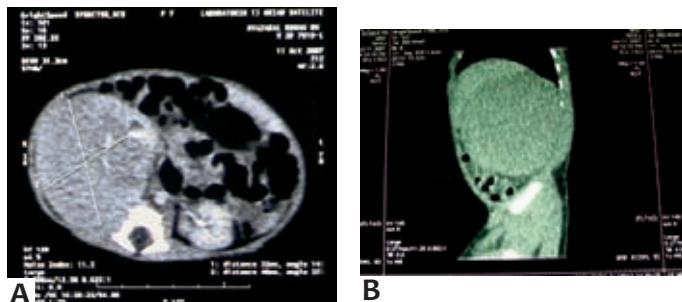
a: TAC simple de abdomen, en su corte axial donde se aprecia una tumoración renal. b: TAC con reconstrucción multiplanar lateral. Masa que presenta reforzamiento discreto del parénquima habitual del riñón demostrando pérdida de la relación cortico-medular. Se observa invasión del hemiabdomen derecho desde la región dorsal a la ventral y de la región subdiafragmática hasta la cresta iliaca.
